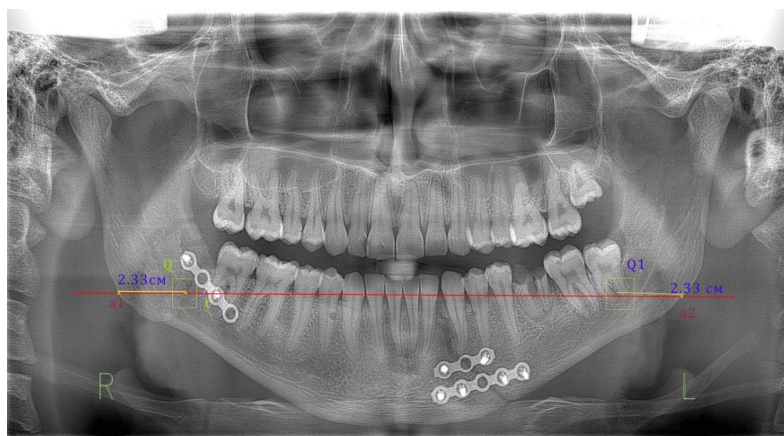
Методика визначення щільності новоствореної кісткової тканини по ортопантомограмі.
